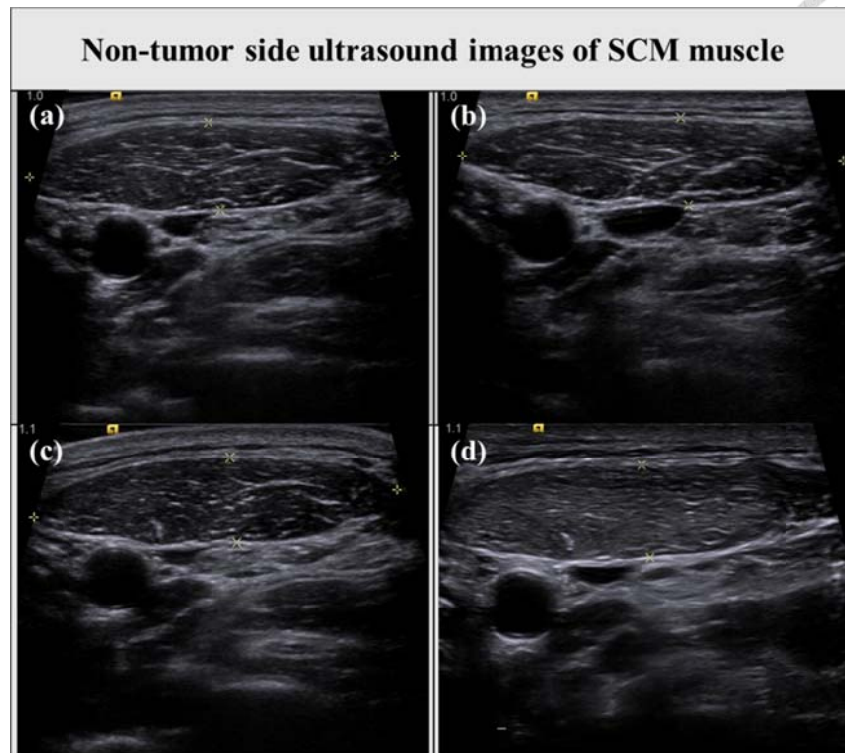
患者 28 號之非腫瘤側超音波影像圖。此為患者 28 號但非腫瘤側的肌肉影像，可看出肌肉整體也是有變白的情形，但只憑肉眼無法準確地分別其纖維化的程度，只能說 A 與 D 有較明顯的差異，也無法判斷腫瘤側較非腫瘤側纖維化進程來的嚴重或緩和。
